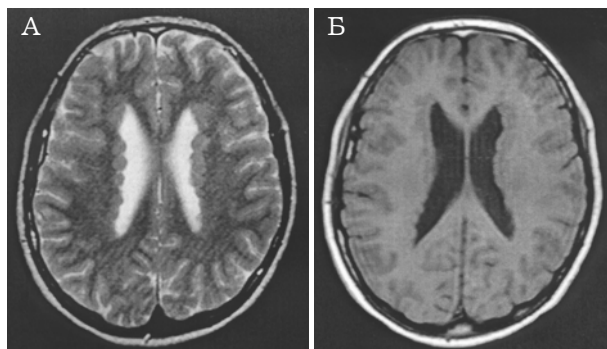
МРТ головного мозку хворої К., 16 років, з гетеротопією сірої речовини. А — Т2 зважене зображення, аксіальна площина; Б — Т1 зважене зображення, аксіальна площина
